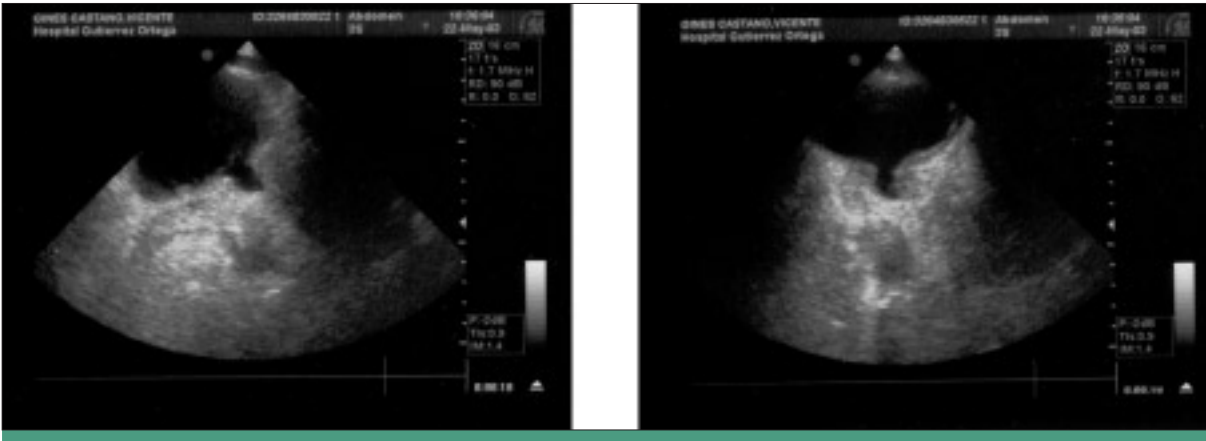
Ecografía vesicoprostática, donde se observa apertura del cuello vesical por descentralización simpática.
